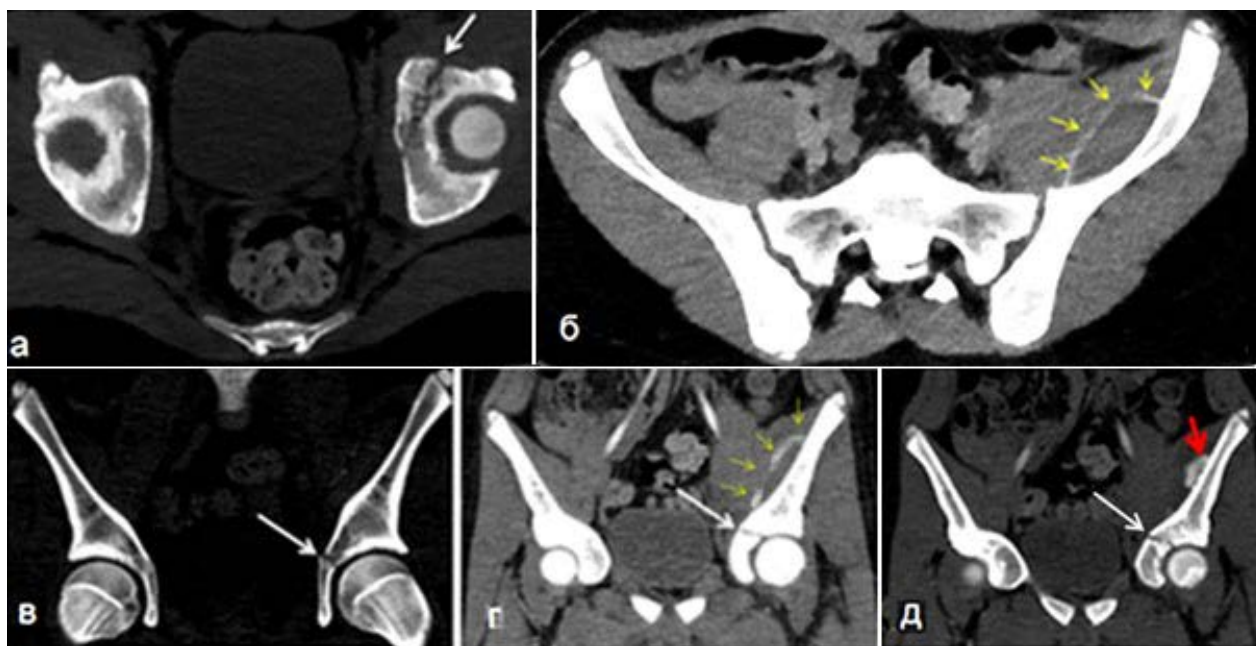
Мальчик 16 л., ДТП, пешеход, КТ с контрастированием:
